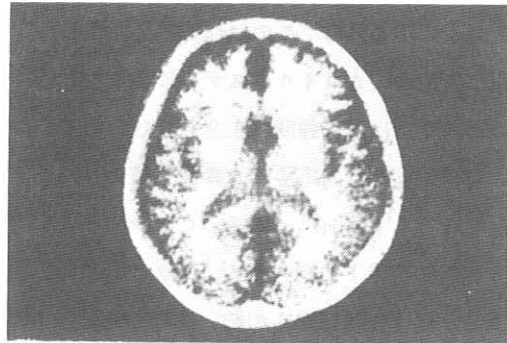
NMR-CTによる頭部撮影例。反転回復法により T_1 を強調したもの
